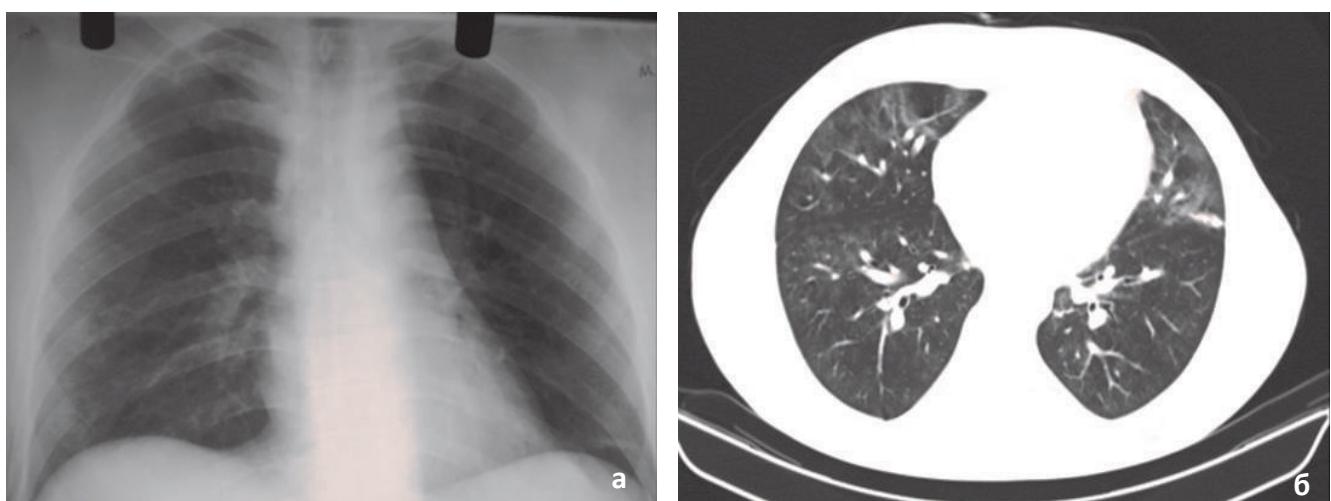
1-е сутки ОРДС у больного 2-й группы. а) рентгенограмма грудной клетки: переломы VII-IX рёбер справа, без плевролёгочных осложнений; б) КТ грудной клетки: С двух сторон, больше по передней поверхности, участки уплотнения лёгочной ткани по типу матового стекла.
